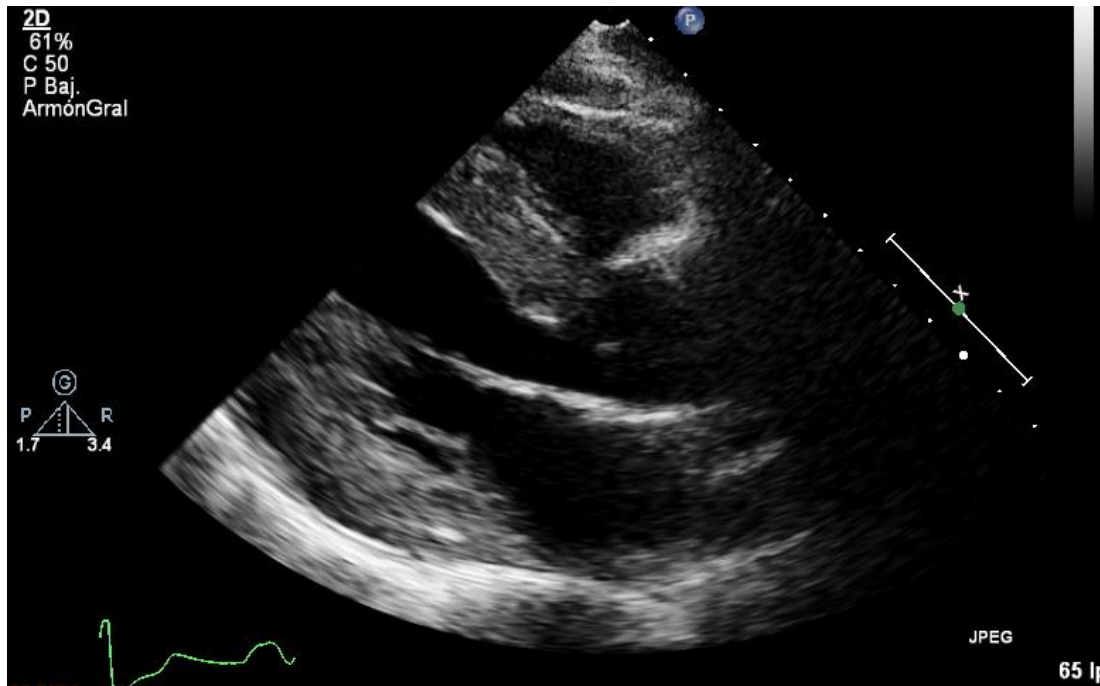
Ecocardiografía de una paciente de este estudio de 57 años con afectación cardíaca. Plano paraesternal eje largo mostrando hipertrofia ventricular concéntrica severa.
